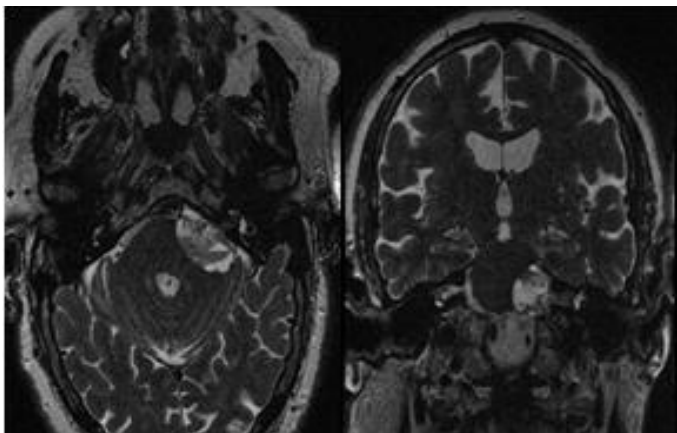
Resonancia Magnética, corte axial y coronal.
